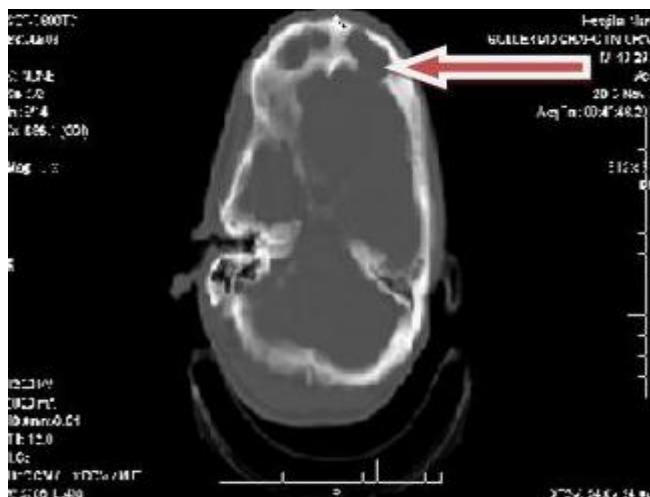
TAC de cráneo sin contraste: en la ventana ósea se observa rotura de la pared posterior del seno frontal izquierdo, con hiperdensidad de ambos senos en relación con sinusitis frontal bilateral
